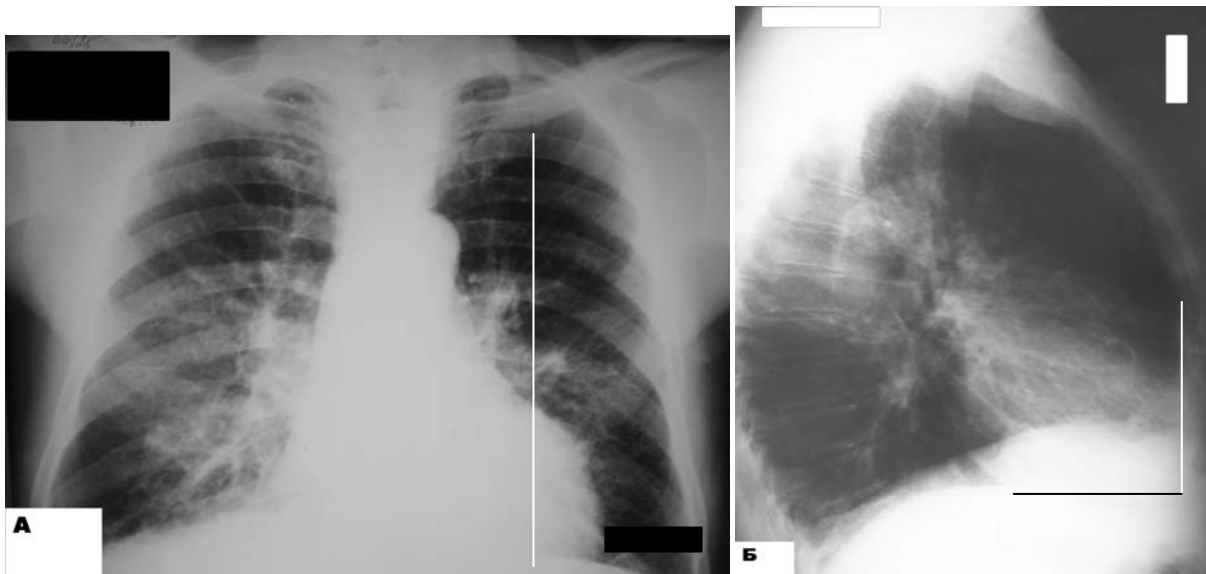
Рентгенограми органів грудної клітки: А, Б. 67-річний хворий С., пряма та бічна проекція. В прямій проекції правий шлуночок виходить на лівий контур, в бічній – ще краще видно його розширення. Посилені повнокровні корені легень. ЕхоКг – стінка правого шлуночка – 0,7 см., гіпертрофія стінок та дилатація правого шлуночка, помірна легенева гіпертензія.
